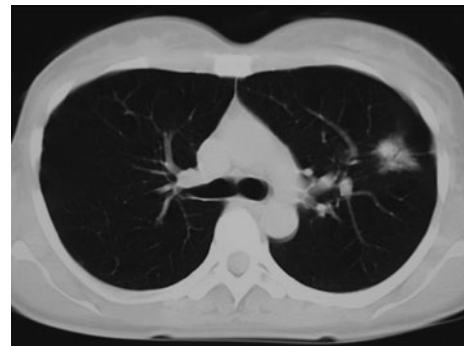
初診時の胸部CT. 左肺上葉S³に29 mm大のすりガラス陰影を伴う不整形結節影を認めた。
